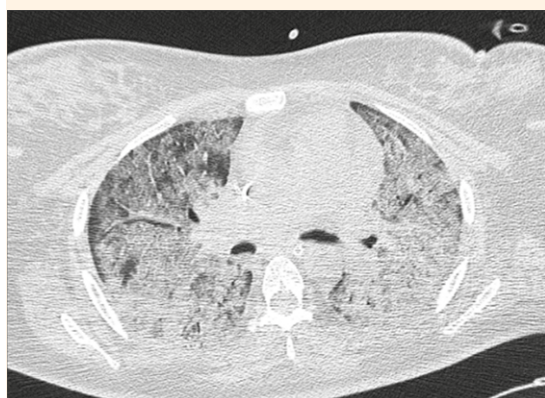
TAC contrastada en ventana pulmonar. Se observa una imagen en vidrio esmerilado multisegmentado con ocupación alveolar bilateral sugerente de neumonía viral (puntaje CORADS 5).
